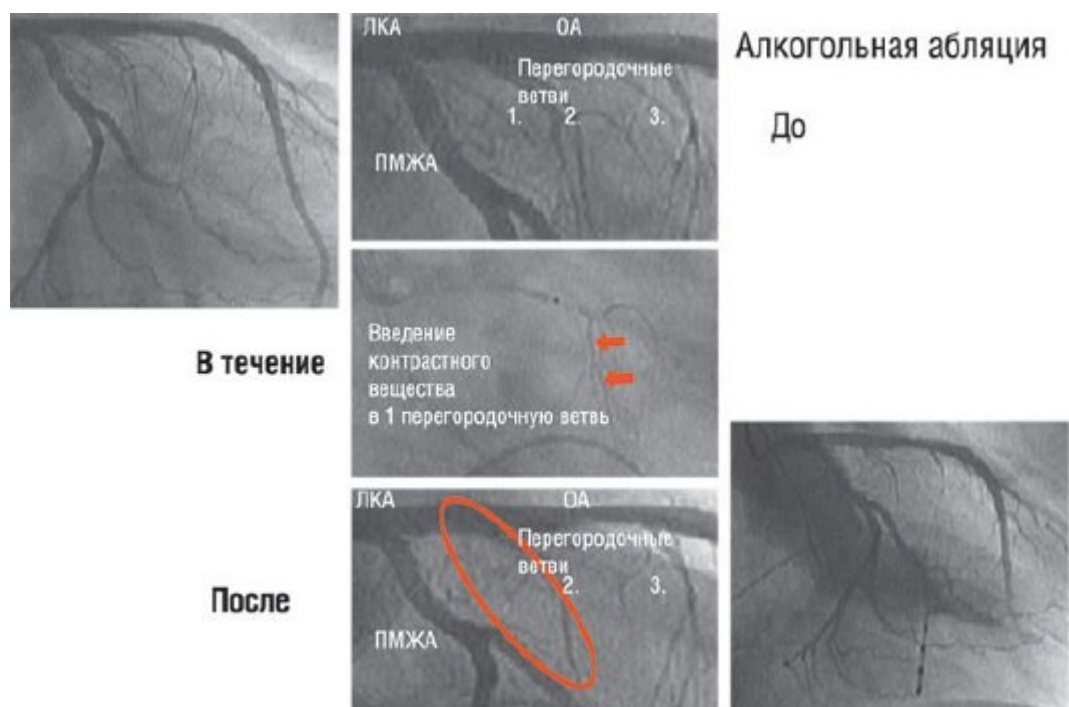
Ангиография левой венечной артерии: левую нисходящую артерию (ПМЖА) и огибающую артерию (ОА) хорошо видно (слева сверху). Также хорошо заметна первая (1), вторая (2) и третья (3) перегородочные ветви (выше центра). Баллонный катетер введен в первую перегородочную ветвь. Баллон раздувают и вводят контрастное вещество (красные стрелки в средней части). С помощью баллона определяют зону риска, после чего для обнаружения зоны миокарда с помощью 2D-ЭхоКГ вводят эхоконтраст (использован Levovist, Schering SA). Инфузия спирта в течение 3-5 мин устраняет или уменьшает обструкцию выходного тракта.
